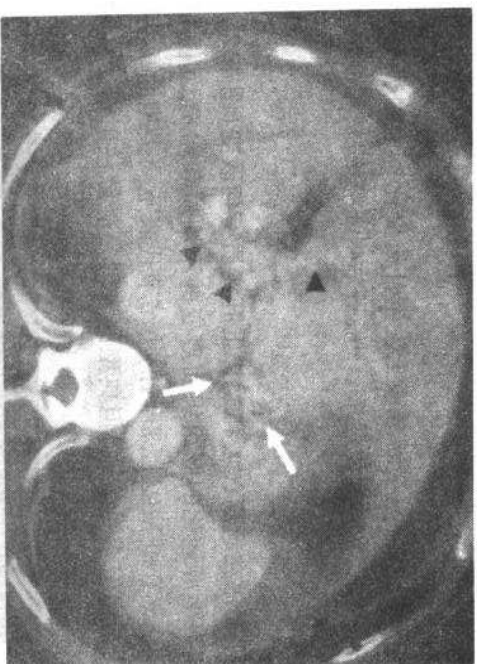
门静脉空洞样改变,肝硬化病人的 CT 显示有腹水(箭示),多条血管代表平行的静脉管道形成已代替正常门静脉(箭头示),胃的附近有静脉曲张(白箭示)
